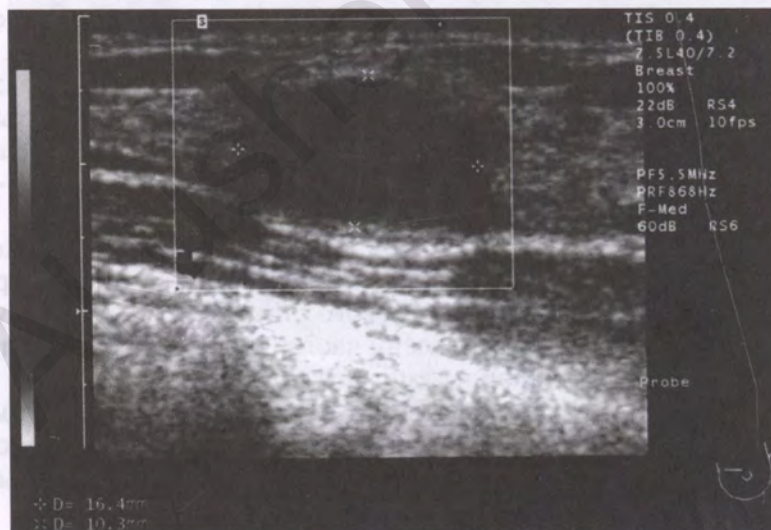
Ультразвуковая томограмма фиброаденомы
